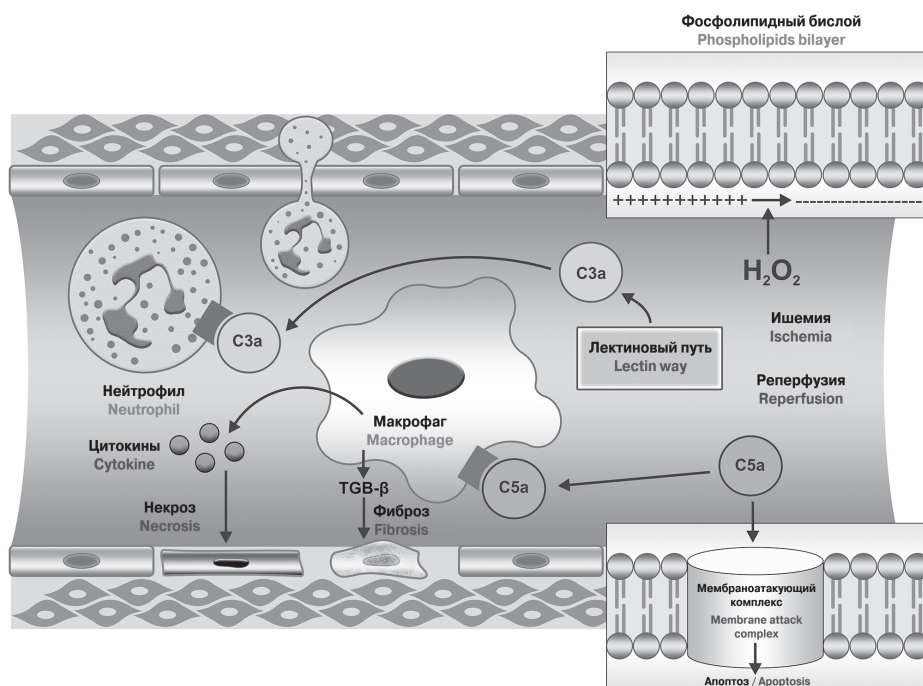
Механизм ишемического и реперфузионного повреждения
